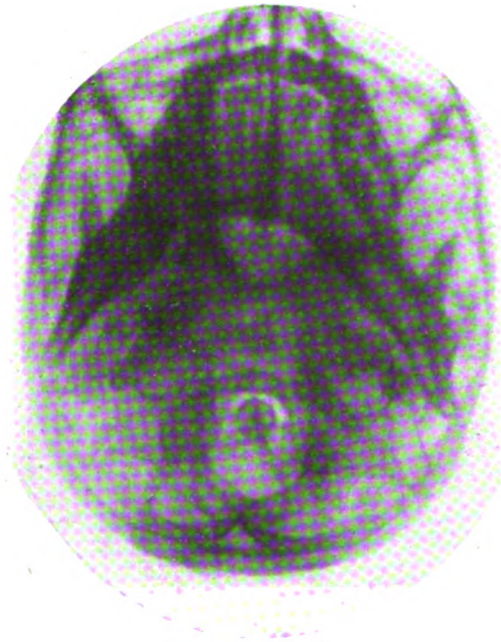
Radiographie de la base du crâne.
